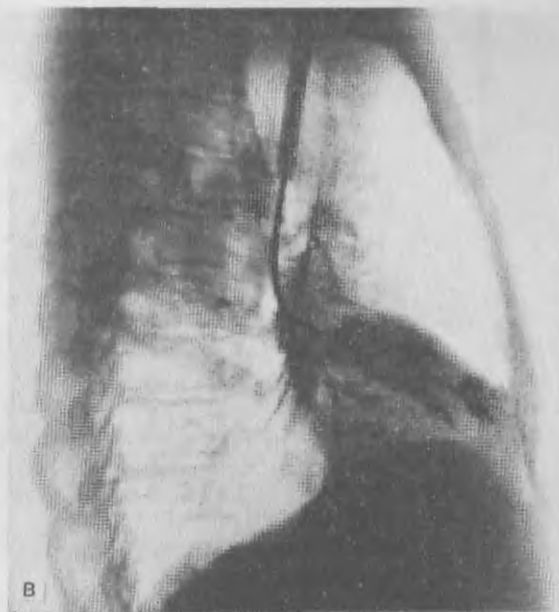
Рентгенограммы в прямой (а) и боковой (б) проекции при циррозе средней доли.
